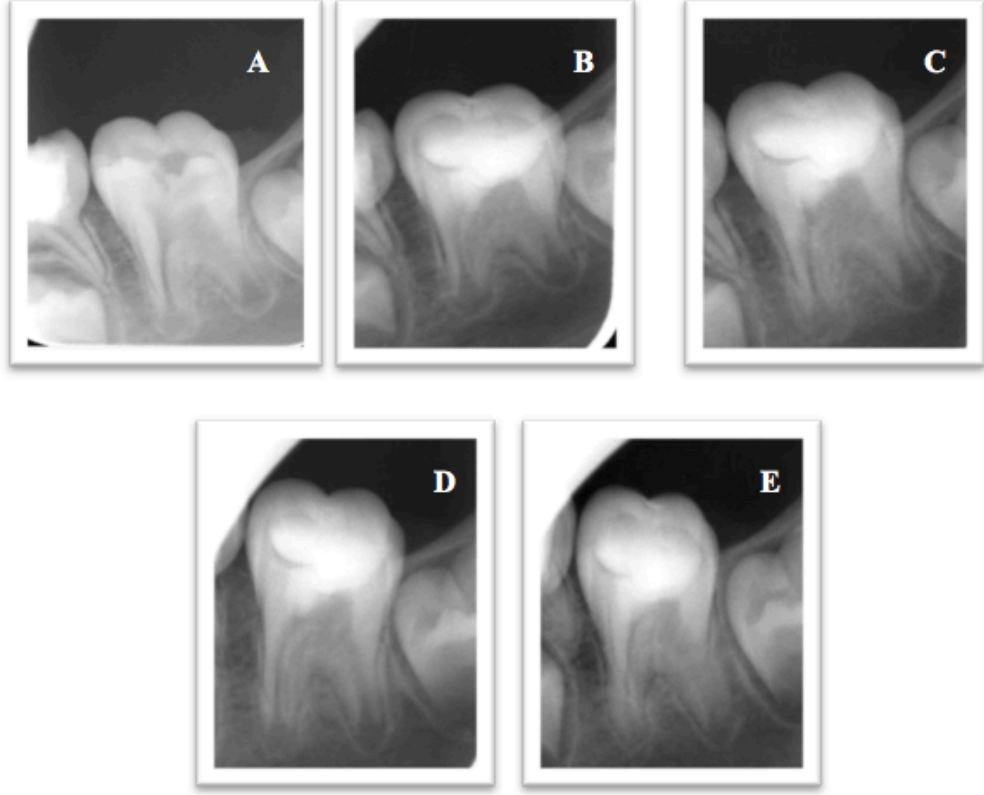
46 nolu dişin başlangıç radyografisi (A), 6 aylık (B), 12 aylık (C) takip radyografında kök gelişimi ile birlikte periapikal radyolüseni görülmesi
